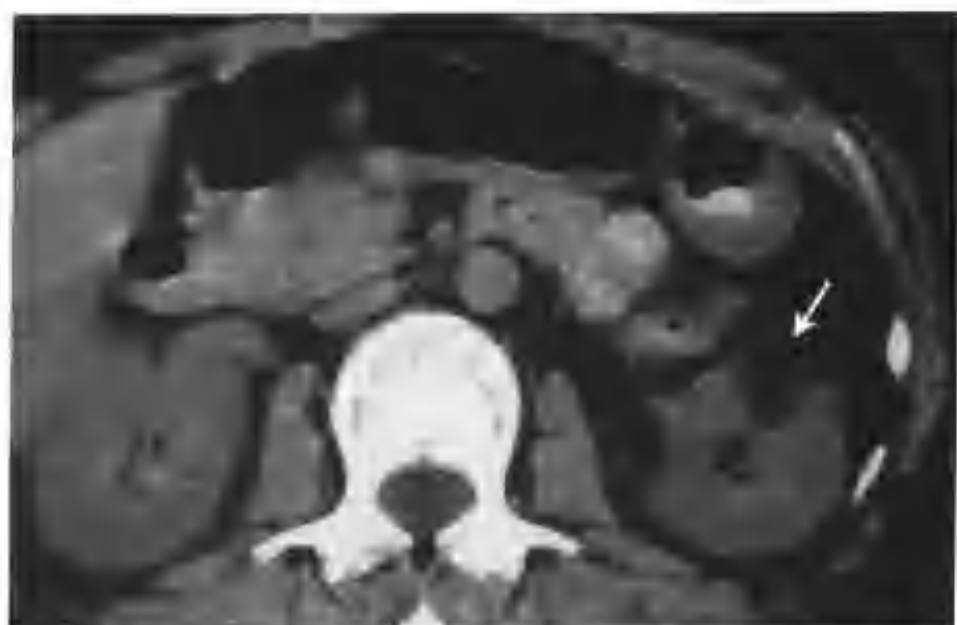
左肾小错构瘤 (CT见左肾中极有一个 $3.0\text{cm} \times 3.0\text{cm}$ 的小肿物,平扫呈极低密度,CT值 -76HU ,其内有不规则分隔,病灶部分边界光滑清楚,部分边缘毛糙不整(箭头))
